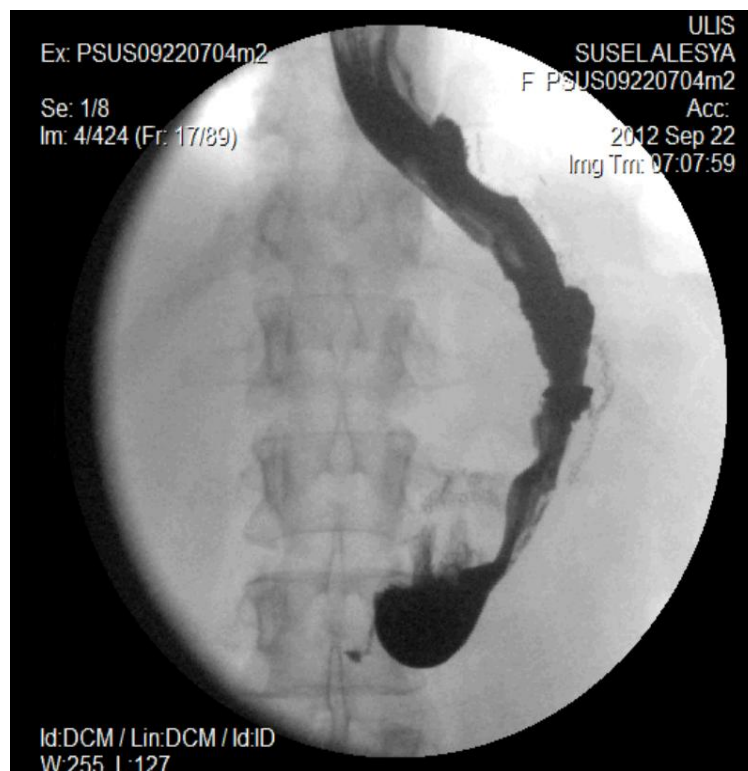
Рентгенографія шлунка після подовжньої резекції шлунка
